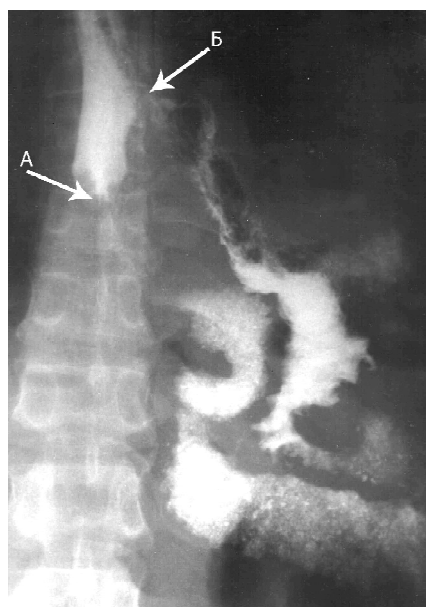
Рентгенограмма пациента, которому была выполнена шунтирующая пластика пищевода (контрастирование бариевой взвесью): А - опухолевая стриктура; Б - пищеводно-тонкокишечный анастомоз.
